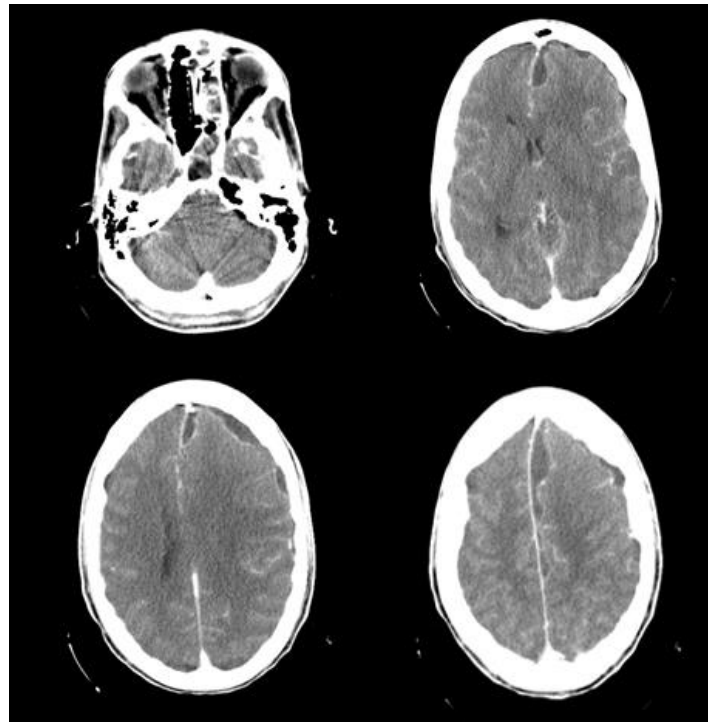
Tomografía de cráneo contrastada. Se observa imagen hipodensa en espacio subdural e interhemisferios, edema cerebral difuso en hemisferio izquierdo, compresión del ventrículo izquierdo, desviación de 6 mm desde la línea media y presencia de una sinusitis izquierda.
